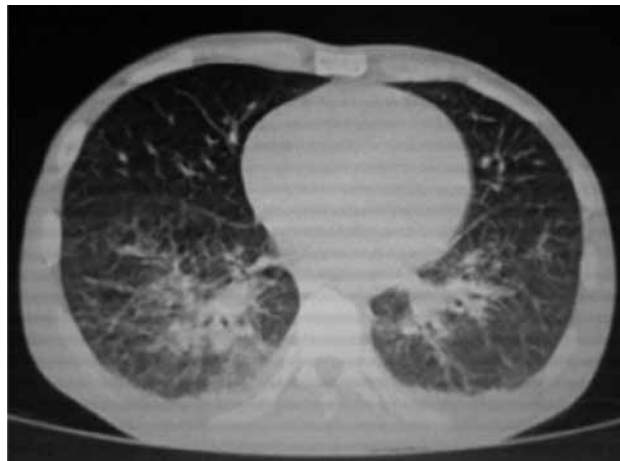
Tomografía de tórax de alta resolución, que muestra infiltrado mixto bilateral con derrame pleural bilateral.
